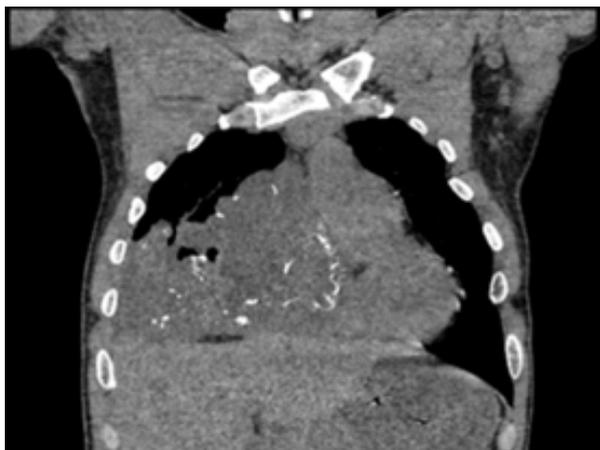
КТ картина опухоли в корональной проекции
